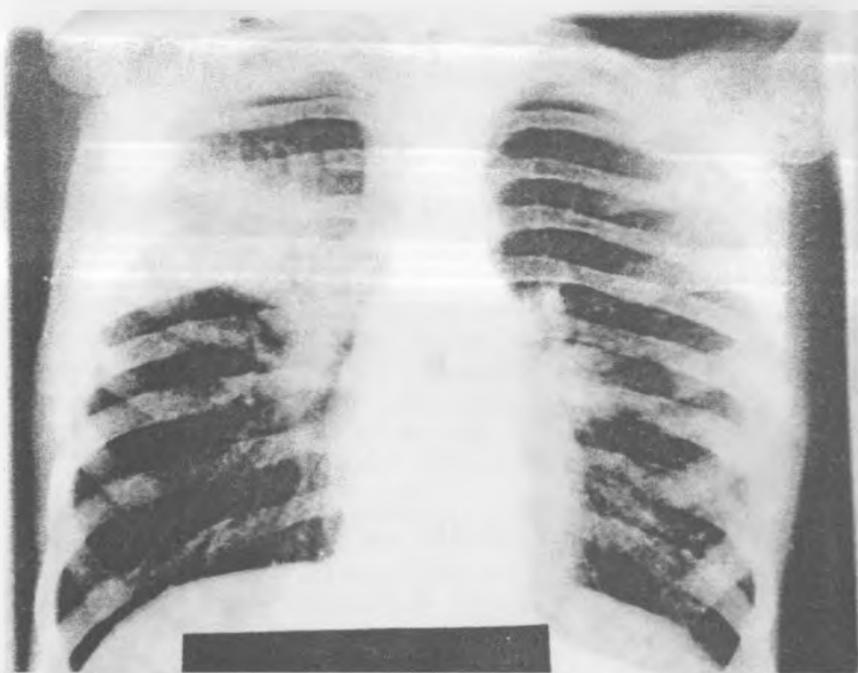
Рентгенологические изменения в легких при муковисцидозе: усиление легочного рисунка, линейные или круглые тени, сетчатость, ячеистость, чередование очаговых изменений и просветлений
